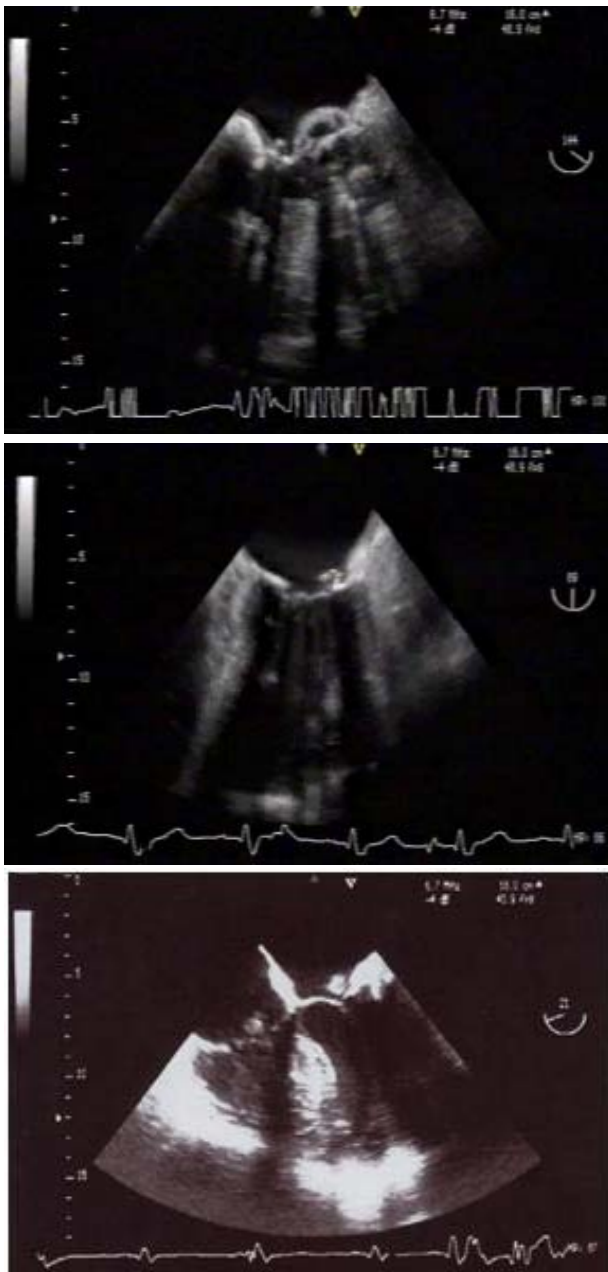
Ecocardiografia transesofágica mostrando vegetações nas válvulas mitral e tricúspide.
